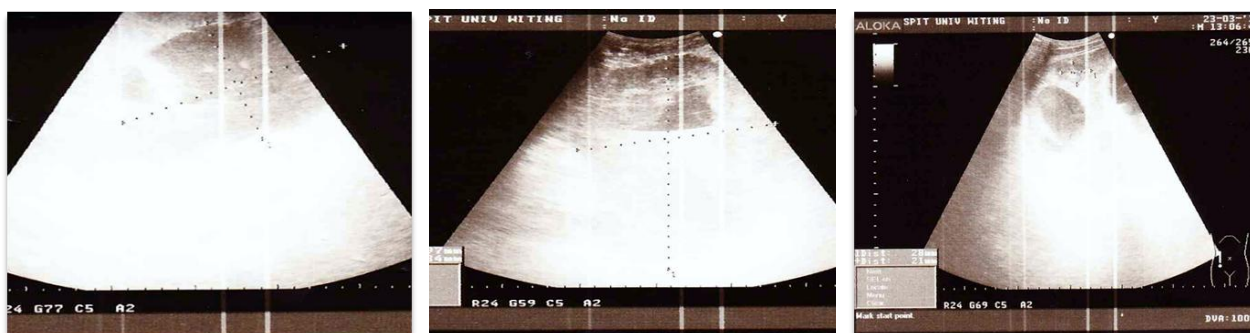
Aspecte ecografice în momentul diagnosticării
